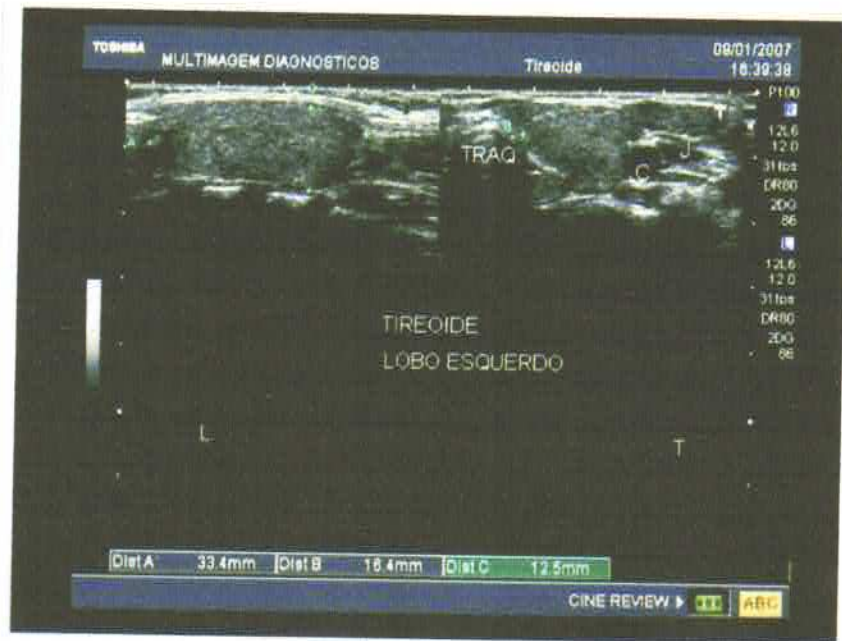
Ultrassonografia de Tireóide.
